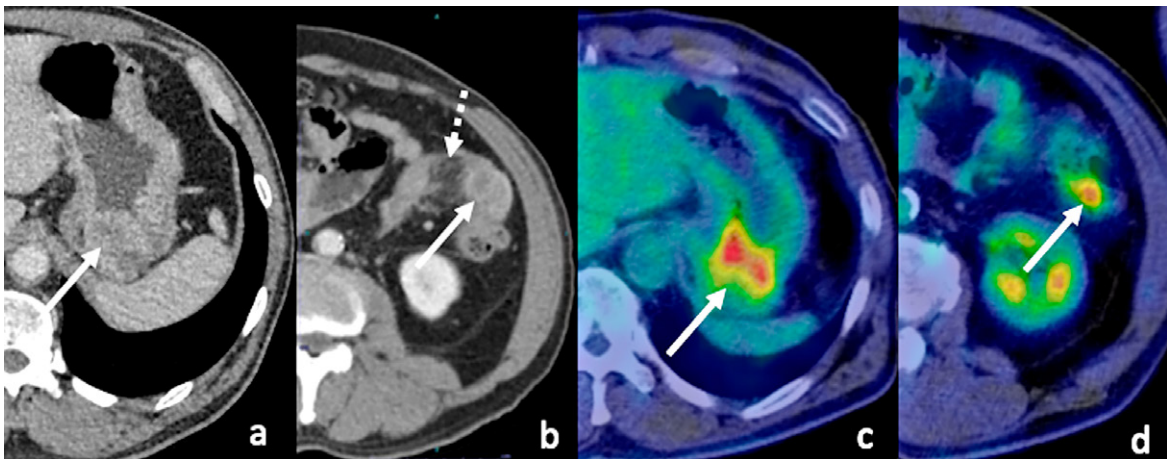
a, b : 造影CT, c, d : FDG-PET/CT
